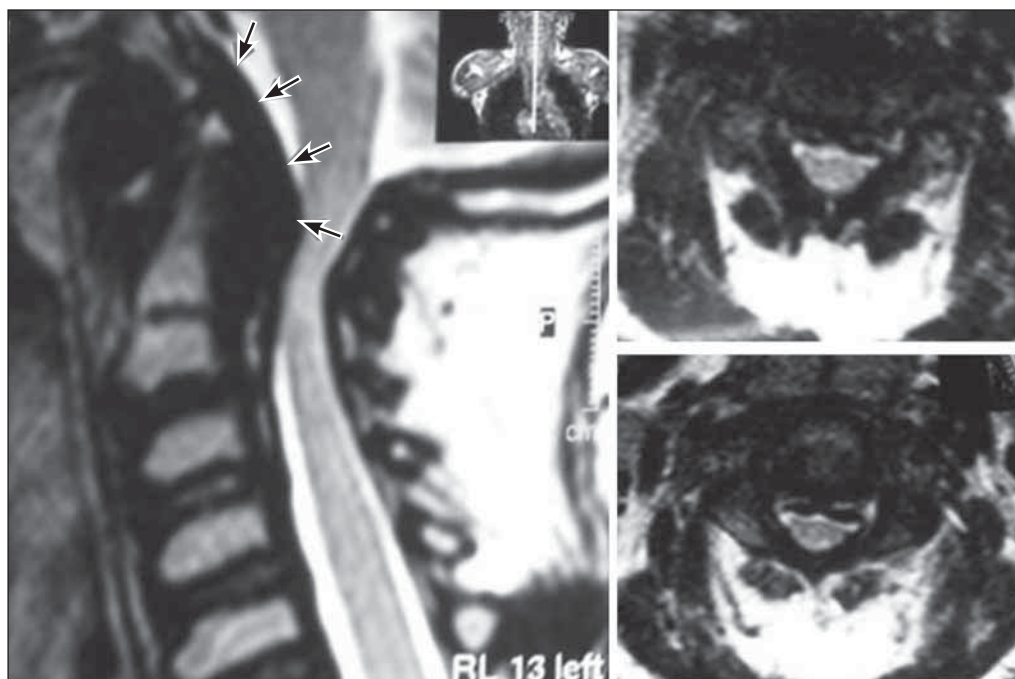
Магнитно-резонансная томограмма шейного отдела позвоночника, отмечается выраженный стеноз позвоночного канала на уровне краниовертебрального перехода (стрелки)
